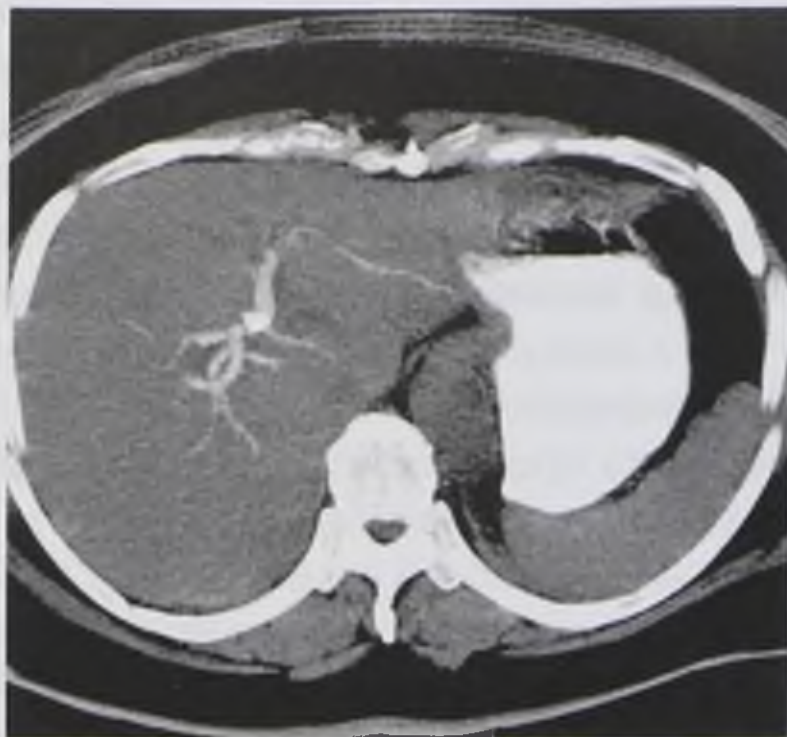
Компьютерно-томографическая холангиография. Изображение в проекции максимальных интенсивностей в аксиальной плоскости на уровне ворот печени
